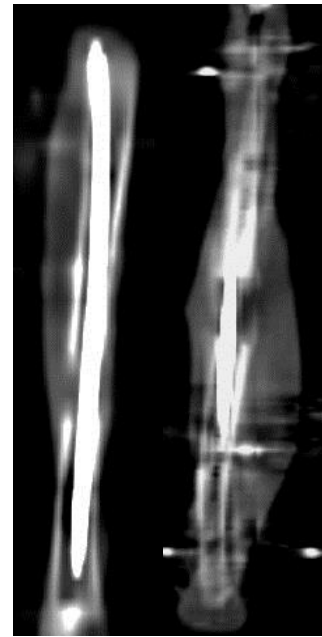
Рентгенограммы, 30 суток фиксации: а – контроль; б – опыт; в – контроль после демонтажа АВФ; г – опыт после демонтажа АВФ.
